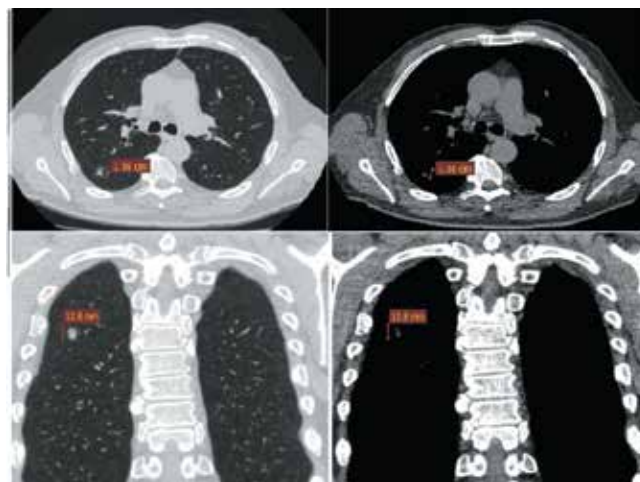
Компьютерная томограмма органов грудной клетки в легочном и средостенном режимах (указаны максимальные размеры образования)
